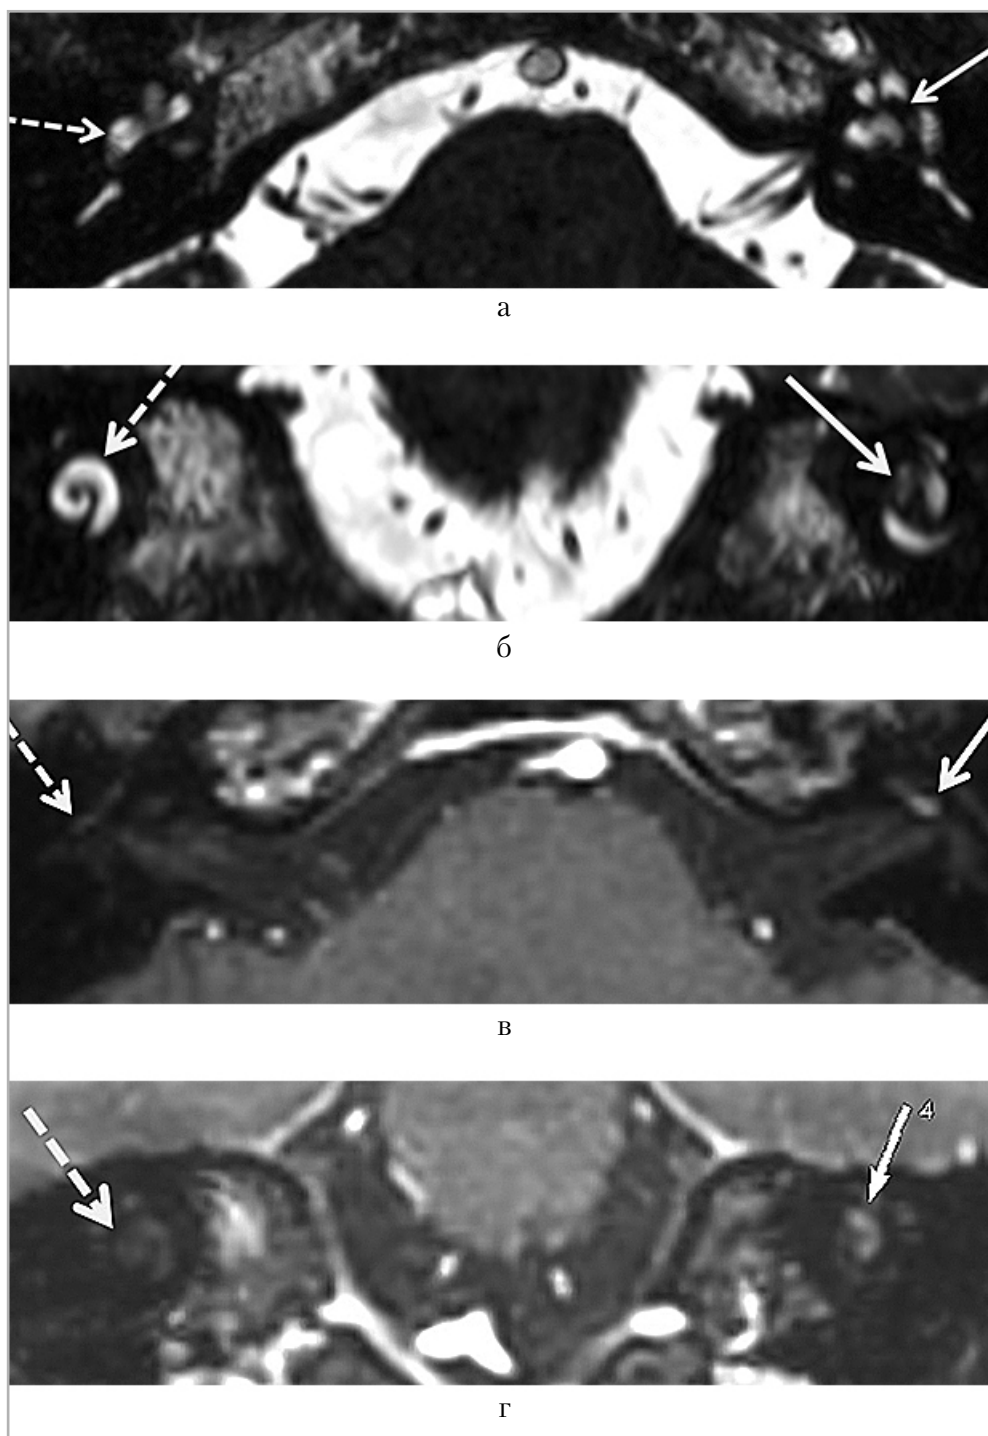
Интракохлеарная шваннома, данные МРТ: *а* – сильно T2-взвешенное изображение (FIESTA), *белой стрелкой* указан компонент опухоли среднего завитка улитки слева, приводящий к снижению сигнала от нее, *пунктирной стрелкой* указана неизменная улитка справа; *б* – сильно T2-взвешенное изображение (FIESTA), реконструкция в коронарной плоскости, *белой стрелкой* указан компонент опухоли в улитке, заполняющий ее, *пунктирной стрелкой* указана неизменная улитка справа; *в* – постконтрастное T1-взвешенное изображение демонстрирует интенсивное накопление контрастного препарата образованием (*белая стрелка*), справа *пунктирной стрелкой* указана неизменная улитка, без патологического контрастирования; *г* – постконтрастное T1-взвешенное изображение, реконструкция в коронарной плоскости, *белой стрелкой* указан опухолевый компонент в улитке слева, активно накапливающий контрастный препарат, повторяющий форму завитка улитки
